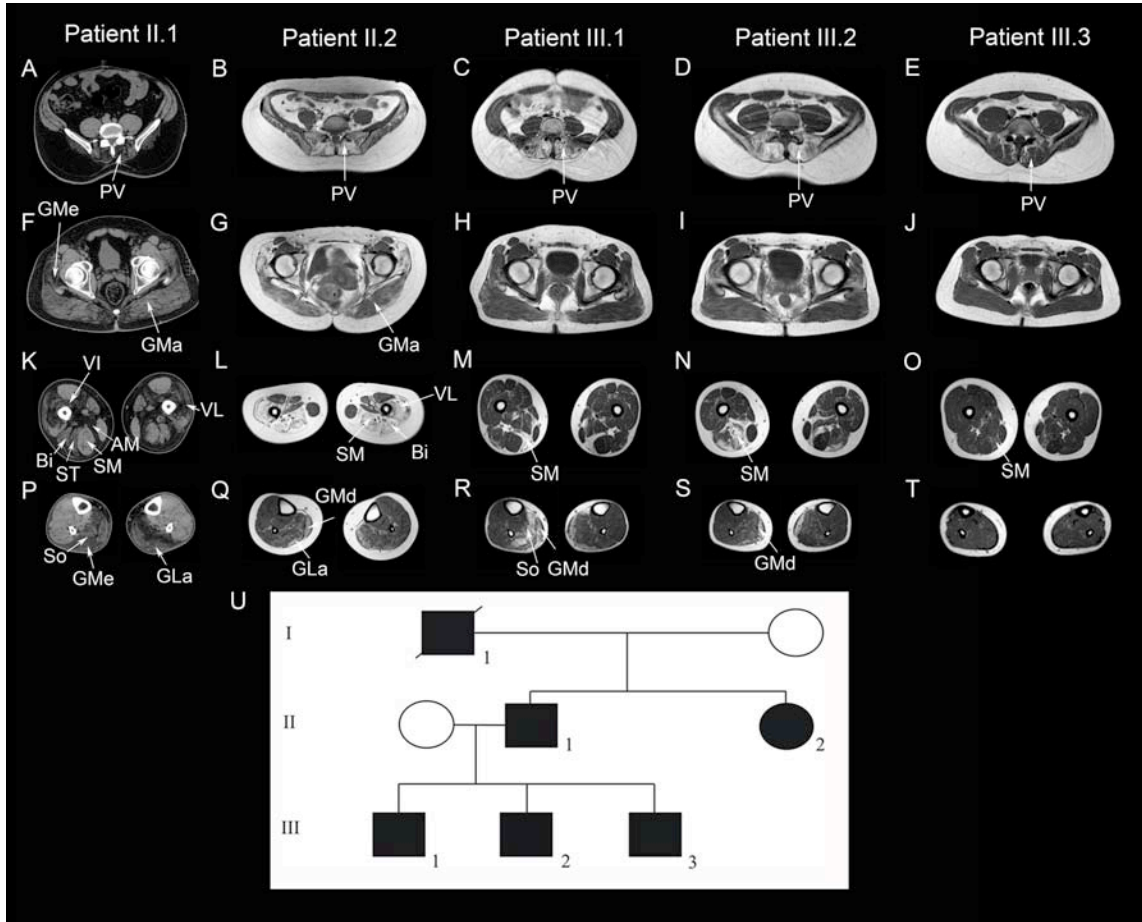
Muscle CT and MRI of a family of 5 members with LGMD-1B produced by mutations in the *LMNA* gene. We observed a progressive muscle involvement in 5 members of a family with a mutation in the *LMNA* gene and a LGMD phenotype. Muscle MRI showed fatty infiltration of paravertebral (PV) and *semimembranosus* (SM) muscles (E and O) in a presymptomatic patient (patient III.3). Muscle MRI showed fatty infiltration of paravertebral (PV in C–D), long head of *biceps* and *semimembranosus* (SM) (M–N) and *soleus* (So) and *gastrocnemius* (GMe) muscles (R–S) of patients with mild weakness (patients III.1 and III.2). Muscle CT (patient II.1) and muscle MRI (patient II.2) showed fatty infiltration of paravertebral muscles (PV in A–B), glutei muscles (GM in F–G), *vastus intermedius*, *vastus lateralis*, long head of *biceps*, *semimembranosus*, *semitendinosus* and *adductor major* (VI, VL, Bi, ST, SM and AM in K–L) and *soleus* and *gastrocnemius medialis* and *lateralis* (So, GLa and GMd) in the legs. These two patients had a severe muscle weakness.
